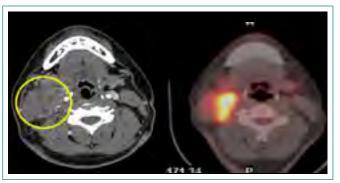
PET-TC que muestra mazacote adenopático cervical derecho con hipermetabolismo
